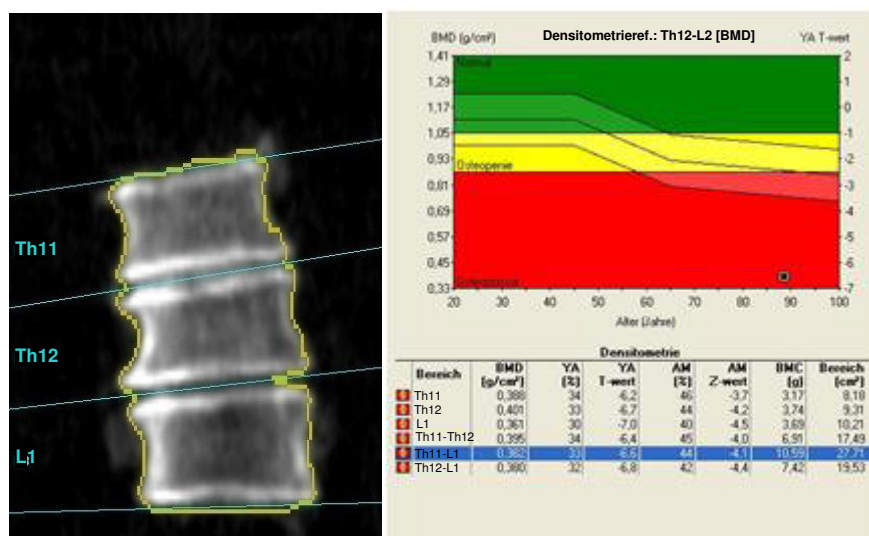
Computergestützte Auswertung eines Wirbelsäulenpräparates in der Dual-Röntgen-Absorptiometrie (anterior-posteriore Strahlengang); Begrenzungen der Brustwirbelkörper 11 und 12 sowie des Lendenwirbelkörpers 1 (links) und Angabe der entsprechenden BMD-Werte (rechts)
